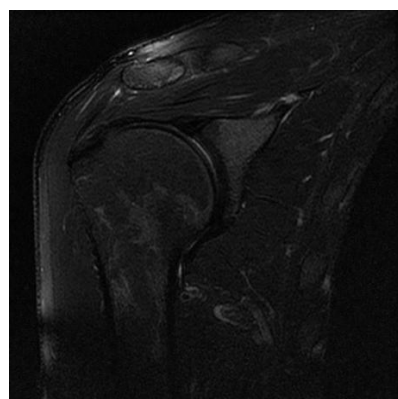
Imagen de resonancia magnética potenciada en T2.
